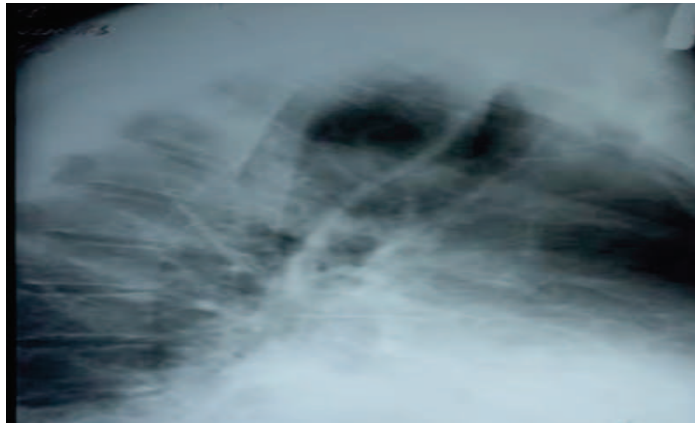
Боковая рентгенограмма правого легкого (12.02.2018 г.). Определяется нарушение структурности прикорневой зоны, вероятнее всего за счет гиперплазии внутригрудных лимфоузлов или за счет сосудистого компонента.
